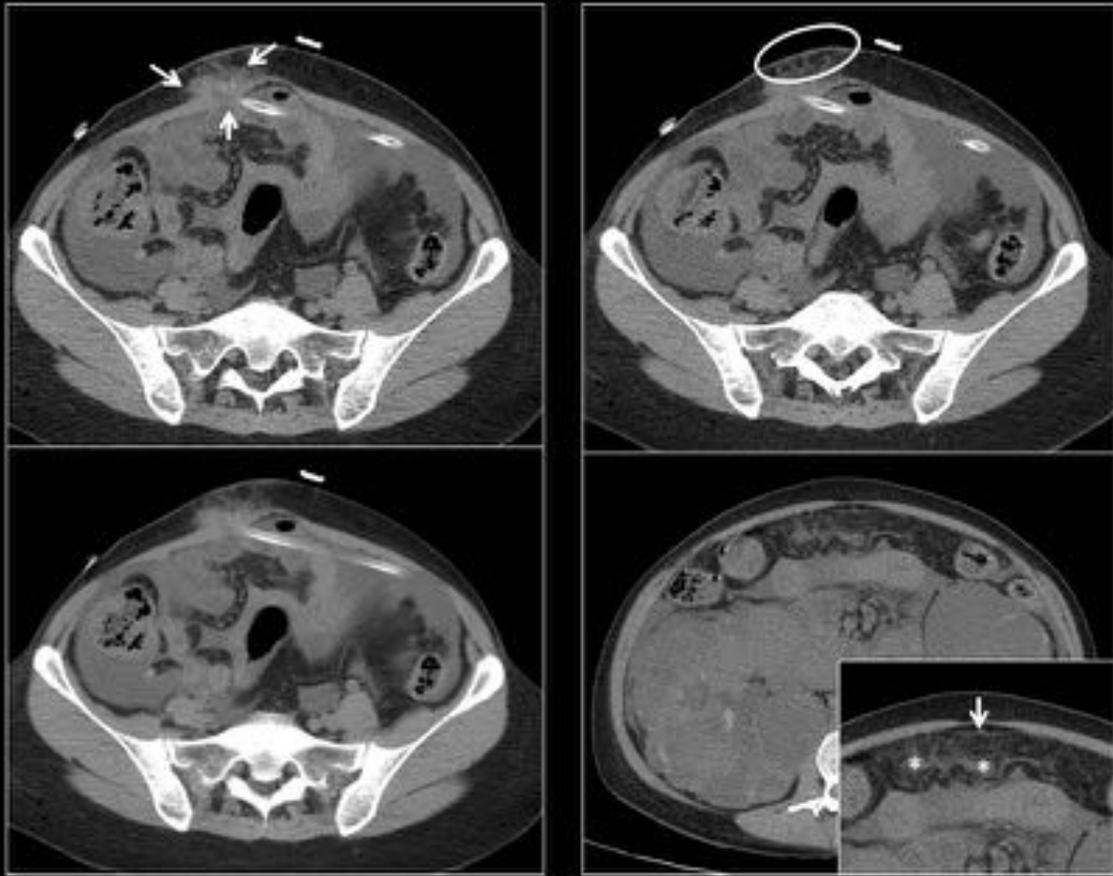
Estudio de TC sin contraste en paciente con en DP con sospecha de peritonitis. En la TC se demuestra la presencia de signos de infección a nivel de túnel junto al catéter (flechas blancas) con engrosamiento y edema del TCS suprayacente (círculo blanco). Existe una mayor componente de ascitis respecto a lo esperado según la pauta de DP y se aprecia una discreta patencia del peritoneo (detalle en imagen inferior izquierda) junto a edema difuso del omento inframesocólico (asteriscos).
